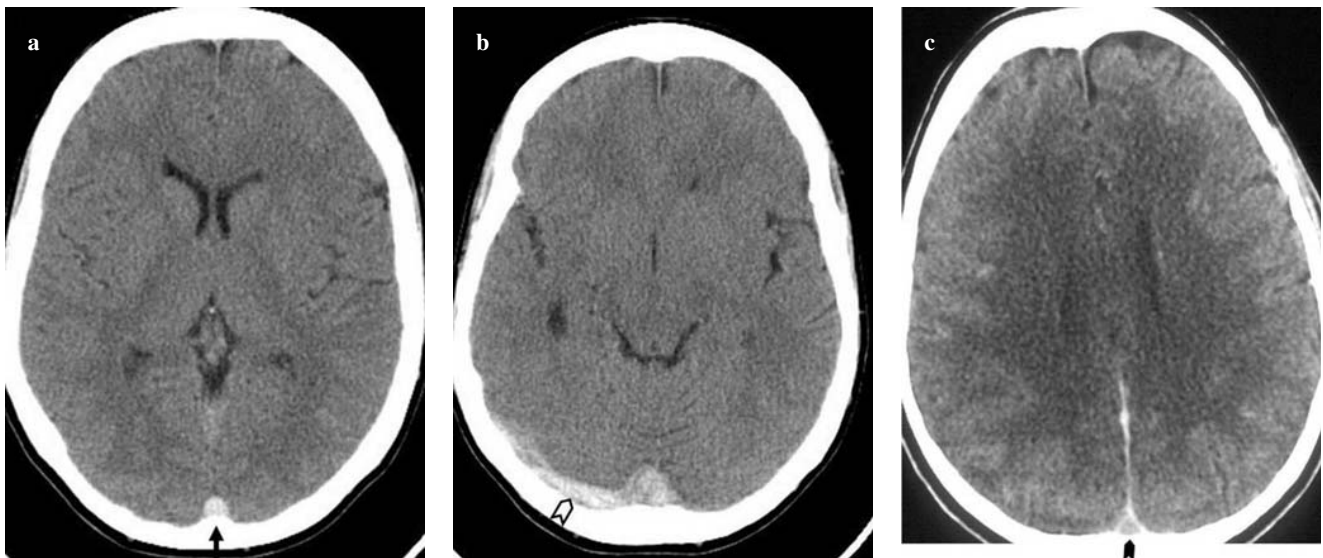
Right transverse (a) and straight (b) sinus thrombosis: homogeneous hyperdensity on unenhanced computed tomography (CT) (cord sign). c Another case: superior sagittal sinus thrombosis; the empty delta sign on contrast-enhanced CT.
